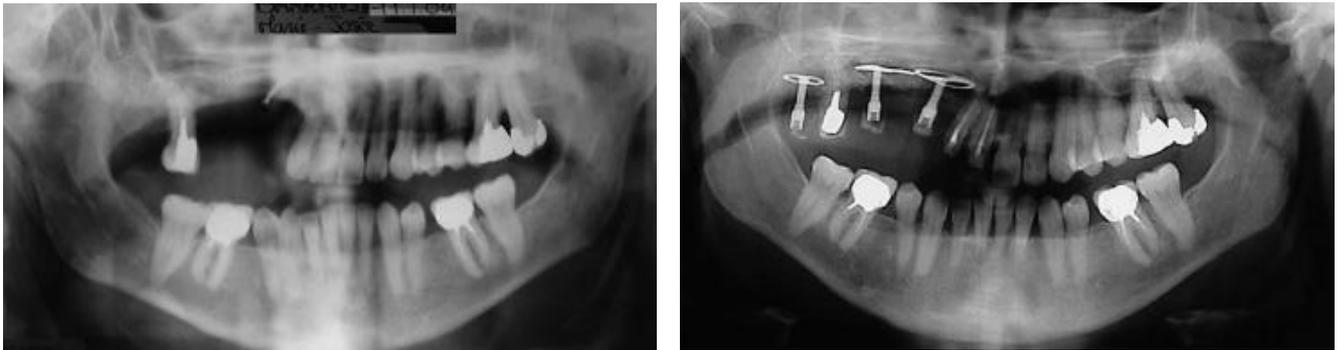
radiographie panoramique pré-opératoire et post-opératoire d'une patiente, associant diskimplant et dents naturelles
